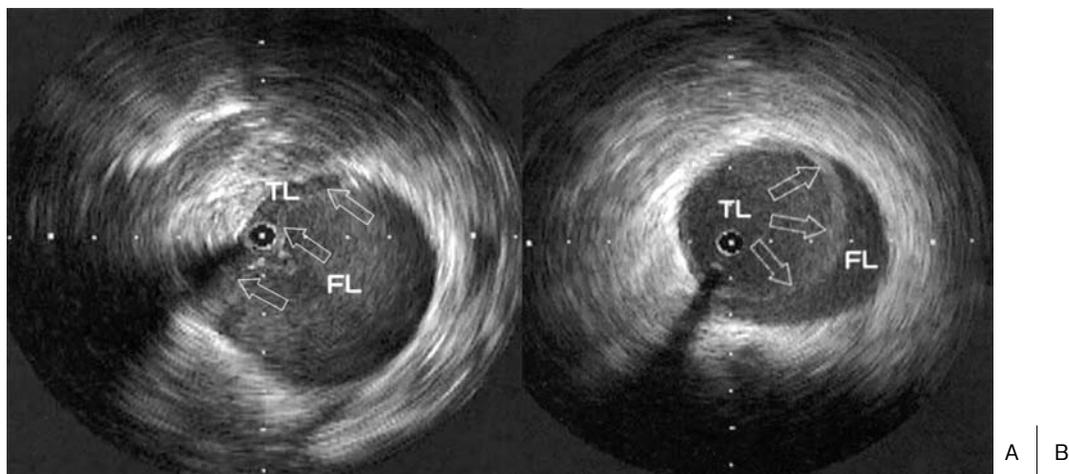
Intravascular ultrasound (IVUS) images before (A) and after (B) stent grafting. A 58-year-old man with acute type B aortic dissection complicated with visceral and leg ischemia. IVUS images revealed a severely compressed true lumen of the abdominal aorta and deformed intimal flap (arrow on left) and also well-restored blood flow in the true lumen of the abdominal aorta after entry closure of the descending thoracic aorta (right).
